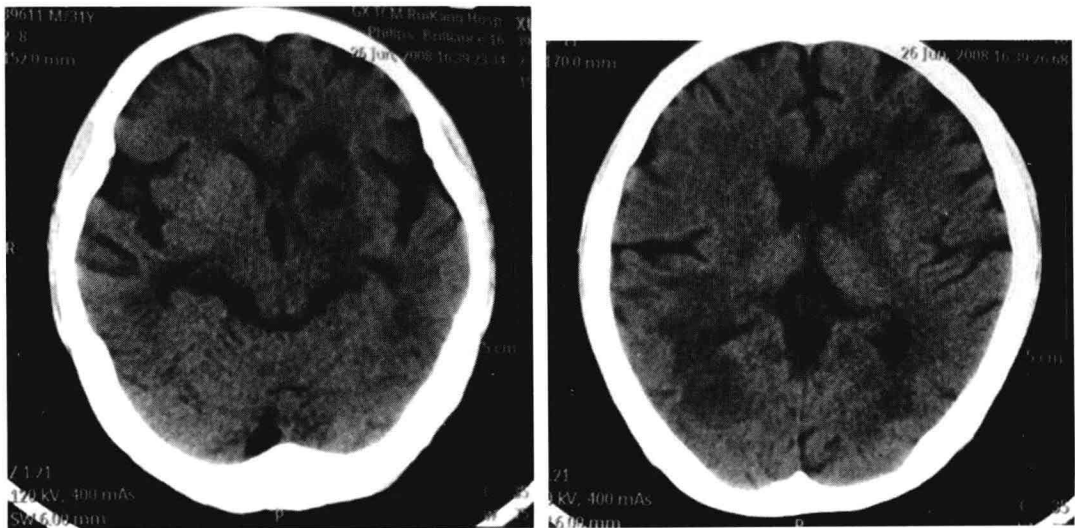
头颅 CT 显示多个低密度结节样改变
